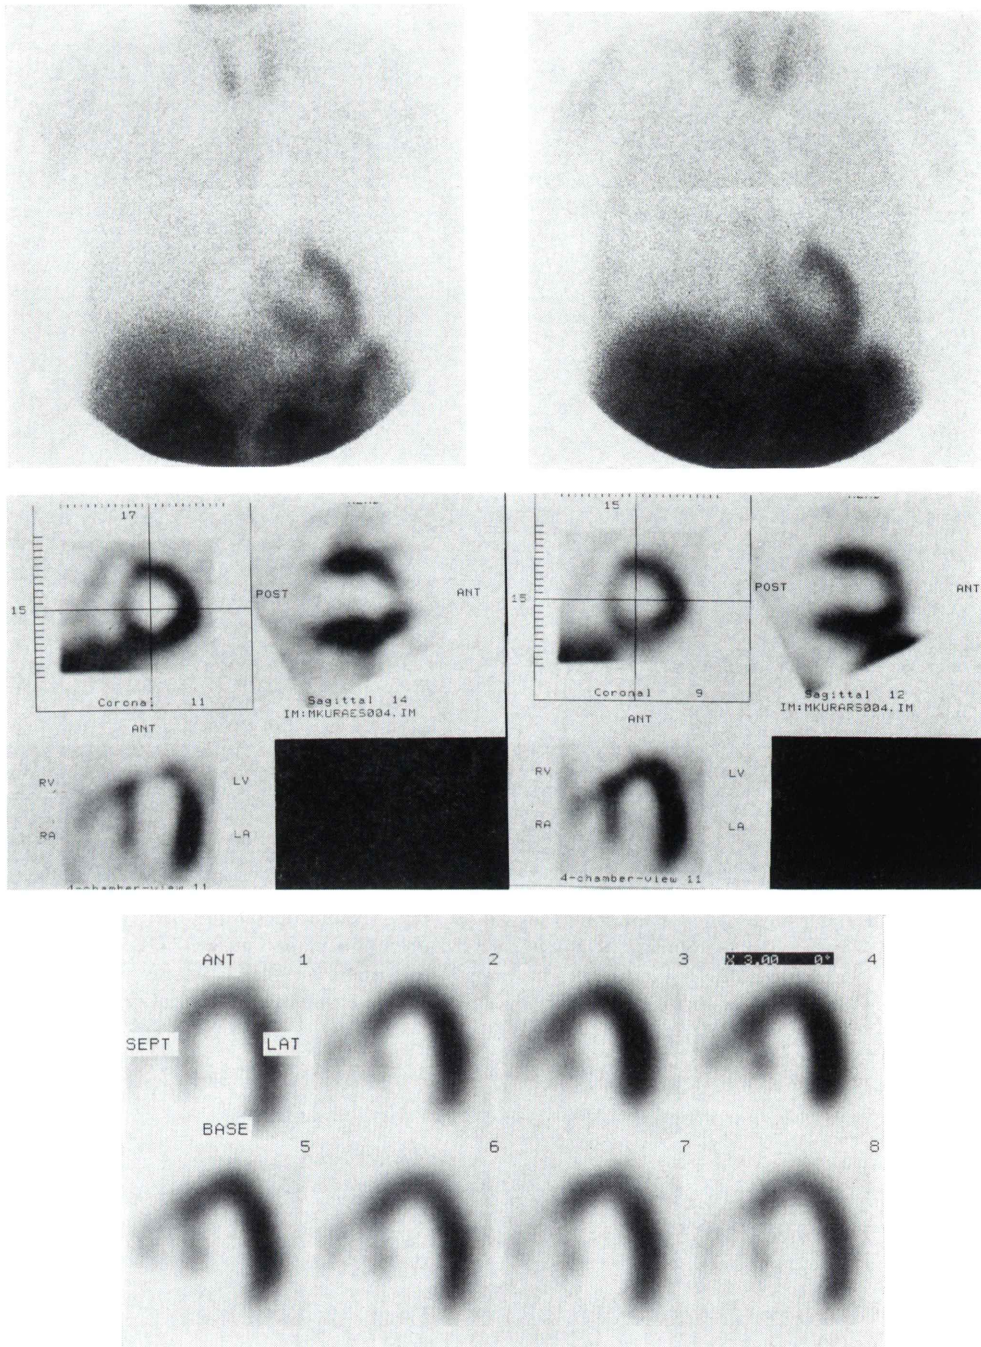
^{99m}Tc -tetrofosmin myocardial scintigraphy in Feb. 4, 1992 (before operation). Left upper: exercise planar image. Right upper: reinjection planar image at rest. Left middle: exercise SPECT images. Right middle: reinjection SPECT images at rest. Lower: Gated SPECT images of 4 chamber view. These images show complete filling-in in the antero-septal and apical region.
